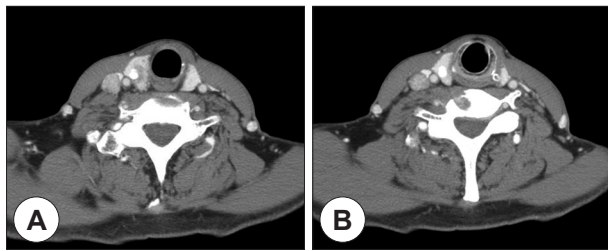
(A) Preoperative enhanced neck CT shows about 1.5 cm sized, ill-defined, calcified mass in the right thyroid gland, necrotic lymphadenopathy in both level II-III area with right internal jugular vein invasion, and (B) osteolytic lesion on the body of C6 vertebra indicating spinal metastasis.
